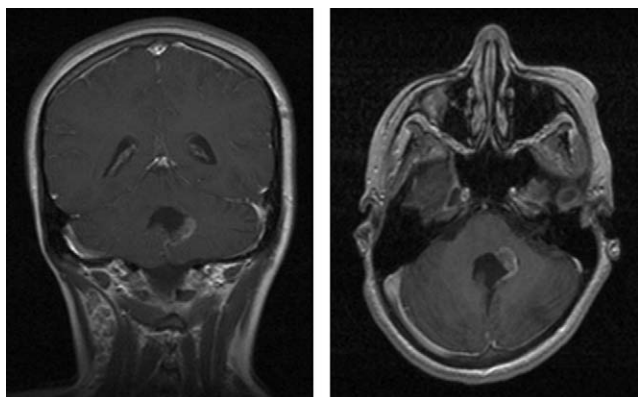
RM al mes de la intervención, donde se observa un pequeño resto tumoral.
